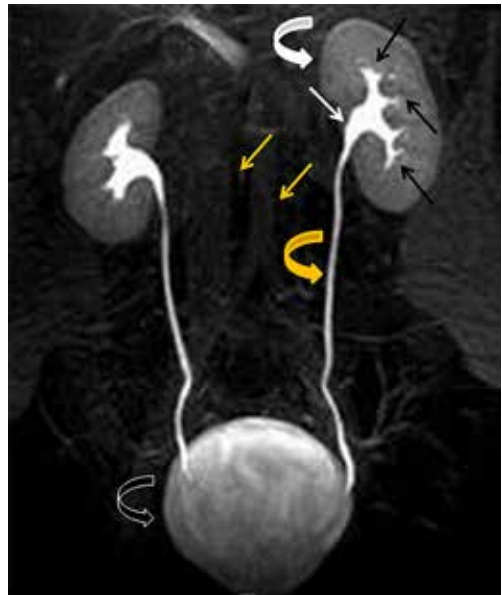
Uroresonancia en corte coronal donde se identifican a ambos riñones con morfología normal.
